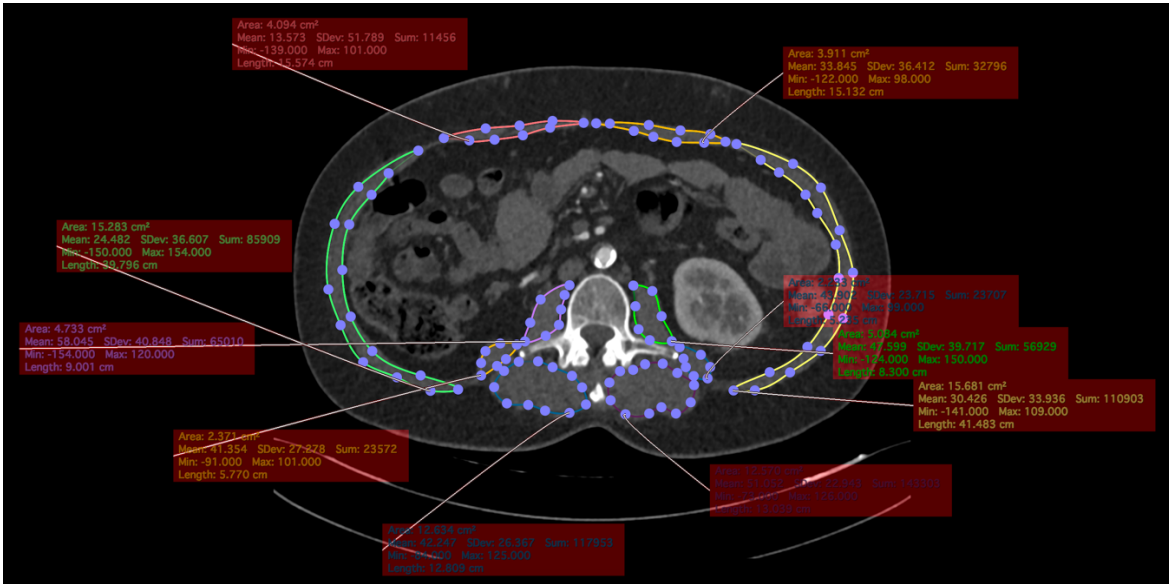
Ejemplo1. Medición de musculos centrales en TAC, corte transversal de nivel L3. Paciente sarcopénico.
